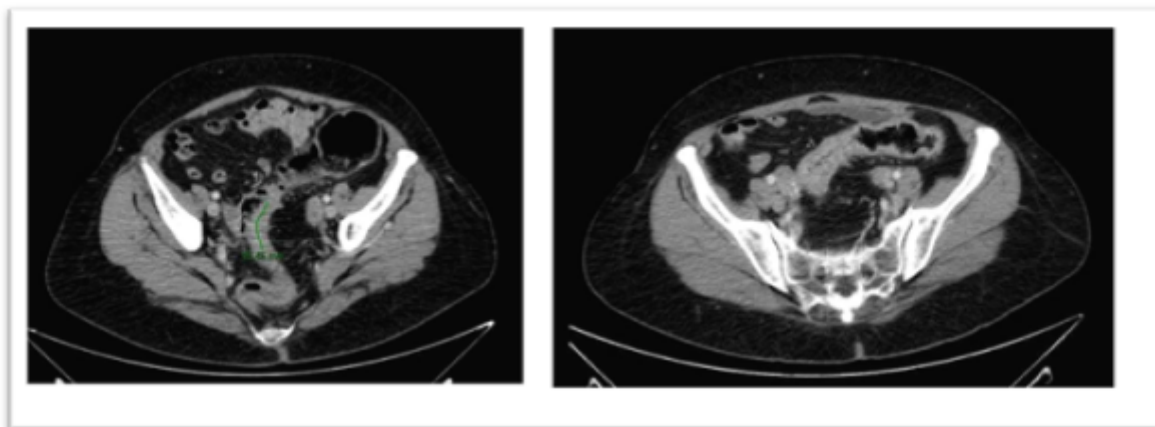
TAC ABD al ingreso
